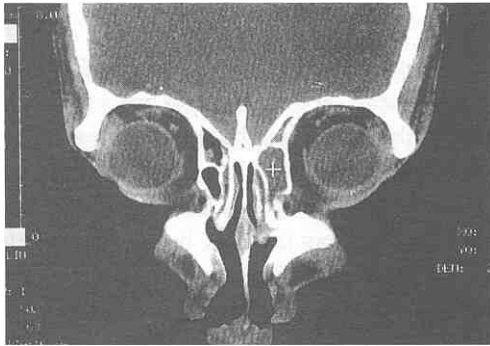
AK 66 yaşında erkek hasta (Preoperatif CT) Solda öne ve medialize uncinat process (Duble konka) ve Sağa septal deviasyon
